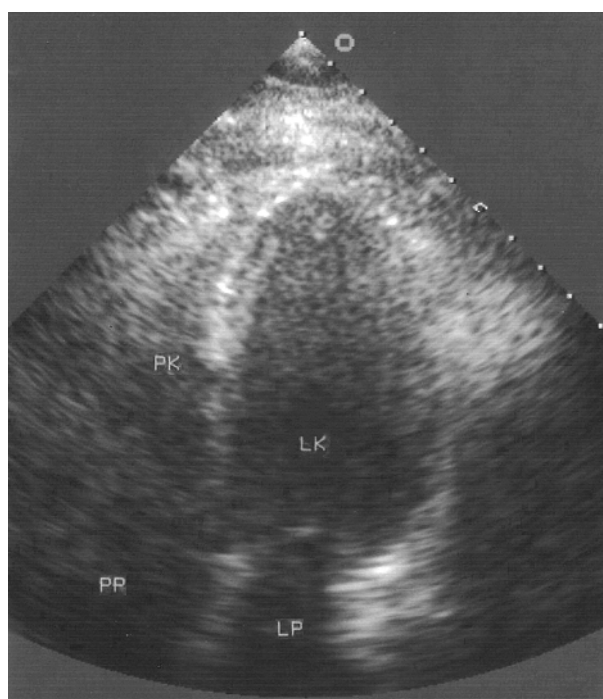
Badanie echokardiograficzne przezklatkowe w ostrej fazie choroby. Projekcja 4-jamowa w skurczu. Obraz koniuszka serca identyczny jak w rozkurczu (akineza). Prawidłowa ruchomość segmentów przypodstawnych
